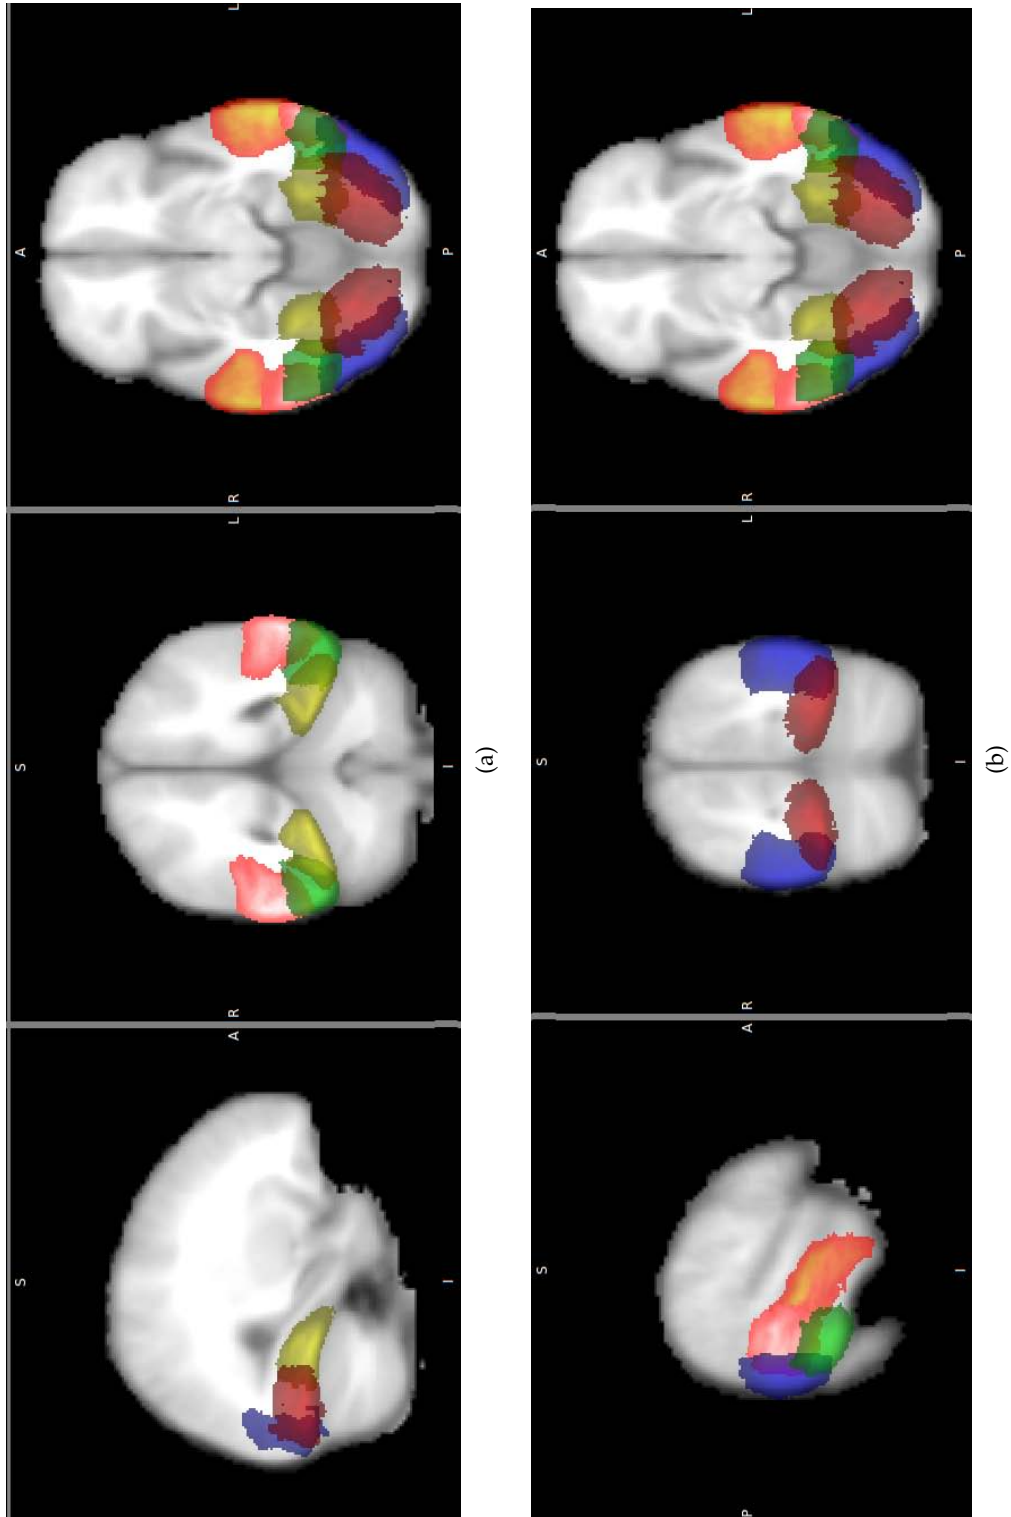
Imágenes de resonancia magnética de cerebro del atlas MNI152 provista por el *International Consortium of Brain Mapping* (ICBM) (Mazziotta et al., 2001). Se observan superpuestas algunas regiones corticales determinadas en el atlas anatómico probabilístico de Harvard-Oxford (HO) (Desikan et al., 2006) que son de interés en el análisis del potencial N170. En (a) se observan los planos $x=29$, $y=-50$, $z=-10$ y en (b) los planos $x=56$, $y=-73$, $z=-10$ (en coordenadas MNI). En rojo OFC, amarillo TOFC, verde ITGtop, azul LOCid, MTGtop, MTGpd.
